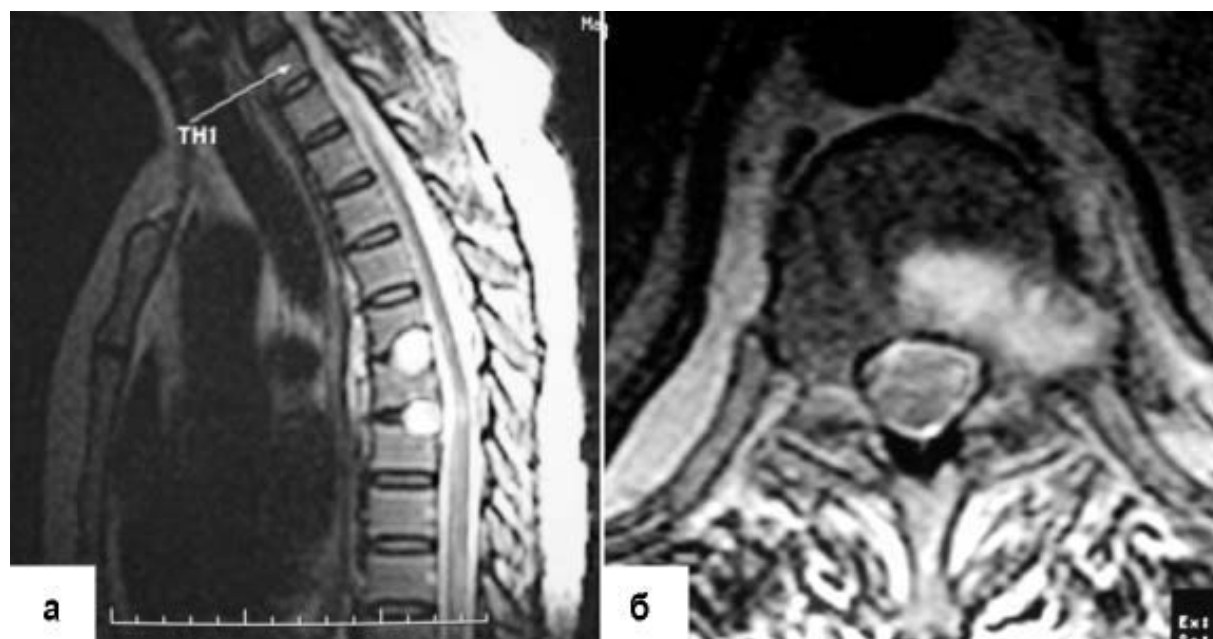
МРТ грудного отдела позвоночника: а – сагиттальная МРТ после операции удаления грыж дисков Т6–7 и Т7–8, компрессия спинного мозга устранена; б – аксиальная МРТ после операции удаления грыжи диска Т7–8.
